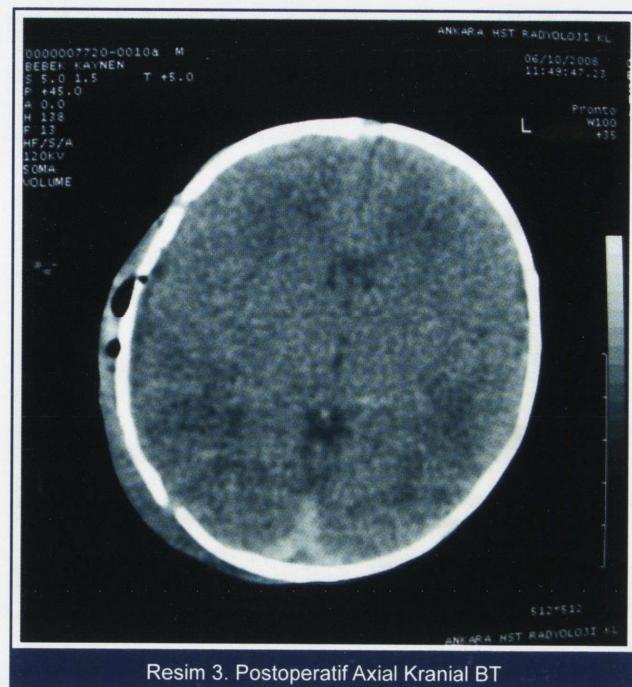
Kranial BT Görüntüsü
